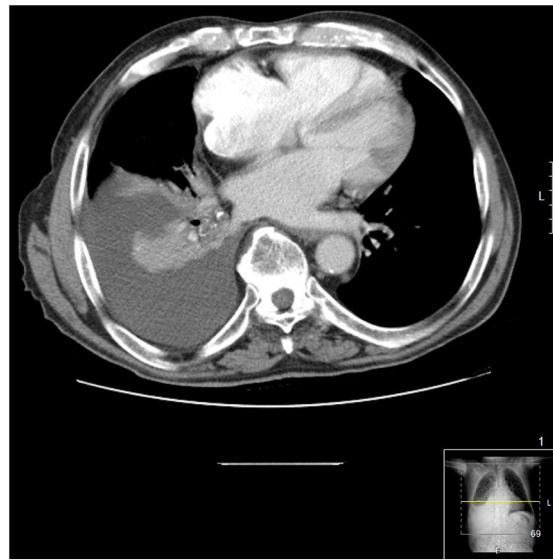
TC en la que se observa derrame pleural derecho con pérdida de volumen asociada.
